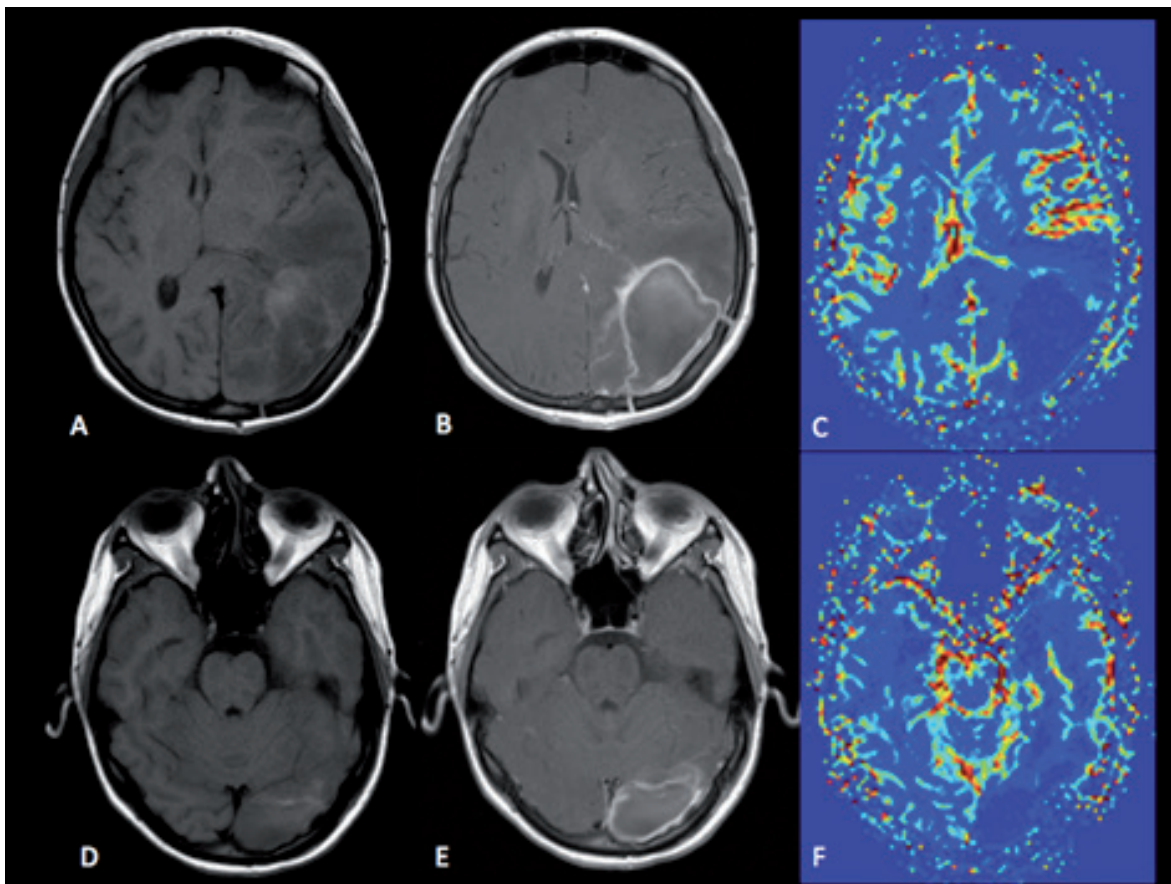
Imágenes de RM. Secuencias potenciadas en T1, cortes axiales simples (A y D), pos contraste endovenoso (B y E) y técnica de perfusión cerebral (C y F). En las secuencias simples (A y D) se observan cambios postoperatorios de craneotomía parietoccipital izquierda; zona hipointensa que compromete los lóbulos temporal, parietal y occipital izquierdos que corresponde a edema vasogénico, elementos de la degradación de la hemoglobina (metahemoglobina) que corresponden a sangre en el lecho quirúrgico, producen efecto de masa comprimiendo el asta occipital del ventrículo lateral y desplazándolo hacia anterior, hay desviación de la línea media a la derecha. En las secuencias pos contraste endovenoso (B y E) se evidencia realce periférico de la cavidad de resección quirúrgica y de la dura adyacente a la craneotomía, que se relacionan con cambios post-operatorios. En la perfusión cerebral (C y F) se observa disminución de los valores del volumen sanguíneo cerebral, hallazgo que implica ausencia de neovascularización relacionada con ausencia tumoral.
